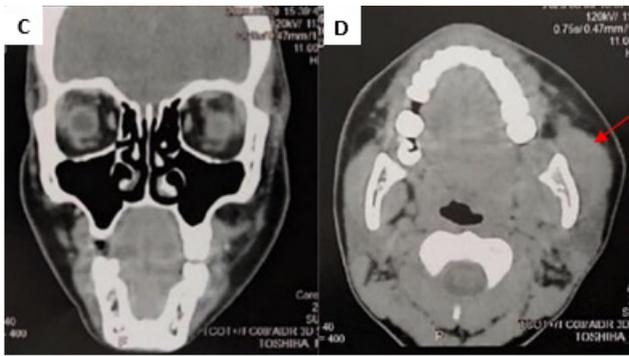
Aspectos clínico e imagiológico. A e B - Vistas frontal e ínfero-superior respectivamente, evidenciando discreto aumento de volume em região pré-auricular e parotídeo-massetérica do lado esquerdo. C e D - Tomografia computadorizada em cortes coronal e axial respectivamente no primeiro dia de internamento demonstrando aumento de volume difuso e relativamente homogêneo da musculatura massetérica e pterigóidea esquerda com atenuações preservadas e tecido ósseo subjacente com anatomia preservada.
